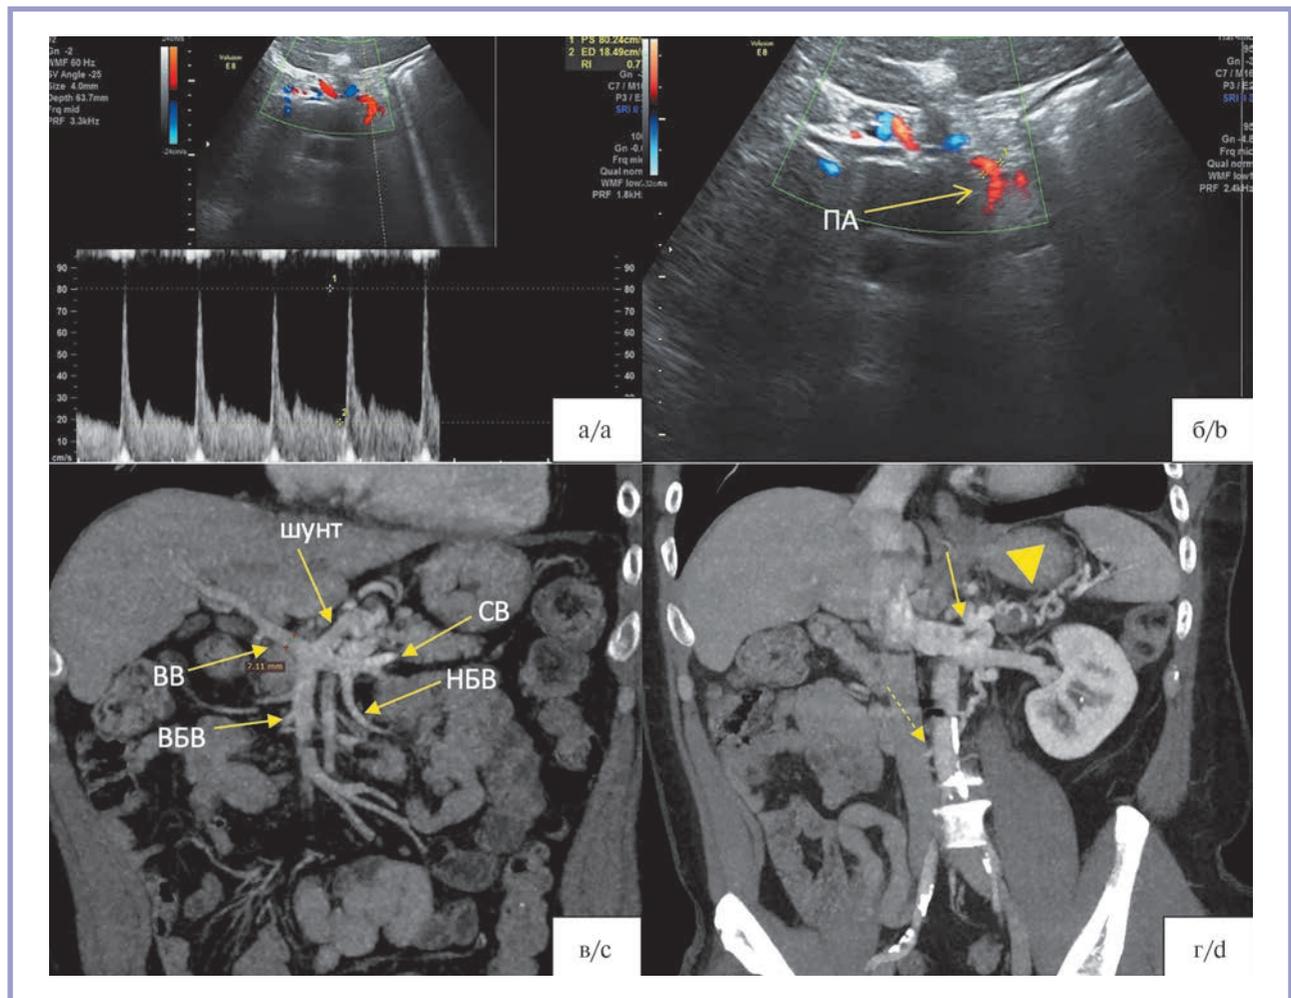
Результаты УЗИ и КТ-органов брюшной полости у пациента с мальформацией Абернети IIc-типа.
